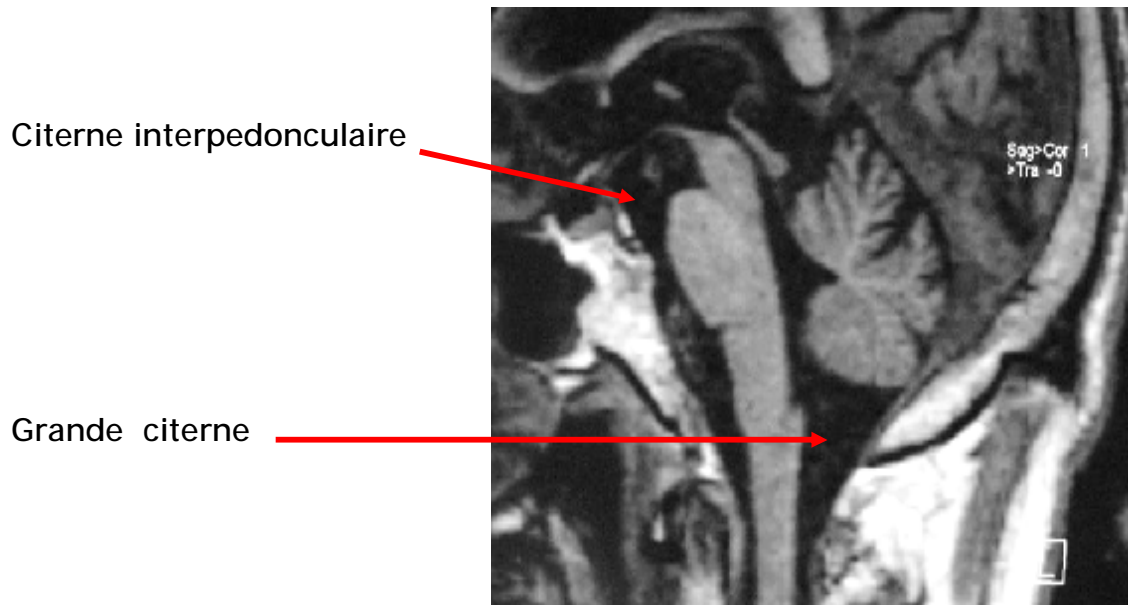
IRM T1, en coupe sagittale montrant la citerne Interpedonculaire au niveau de laquelle se fait la VCS. (28)
